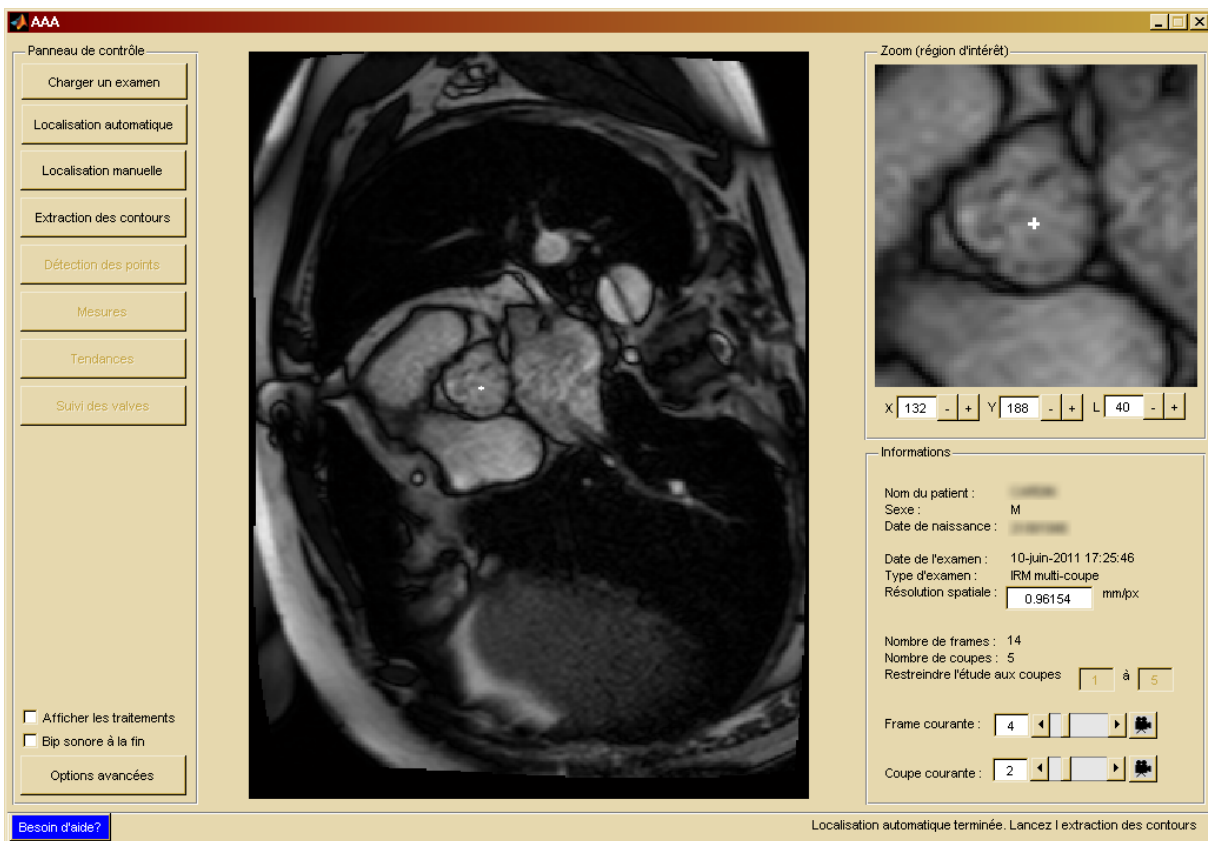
Fenêtre principale de la version évoluée du logiciel. Une séquence IRM contenant 5 coupes a été chargée puis la localisation automatique exécutée (mire blanche à l'intérieur des sinus de Valsalva).
